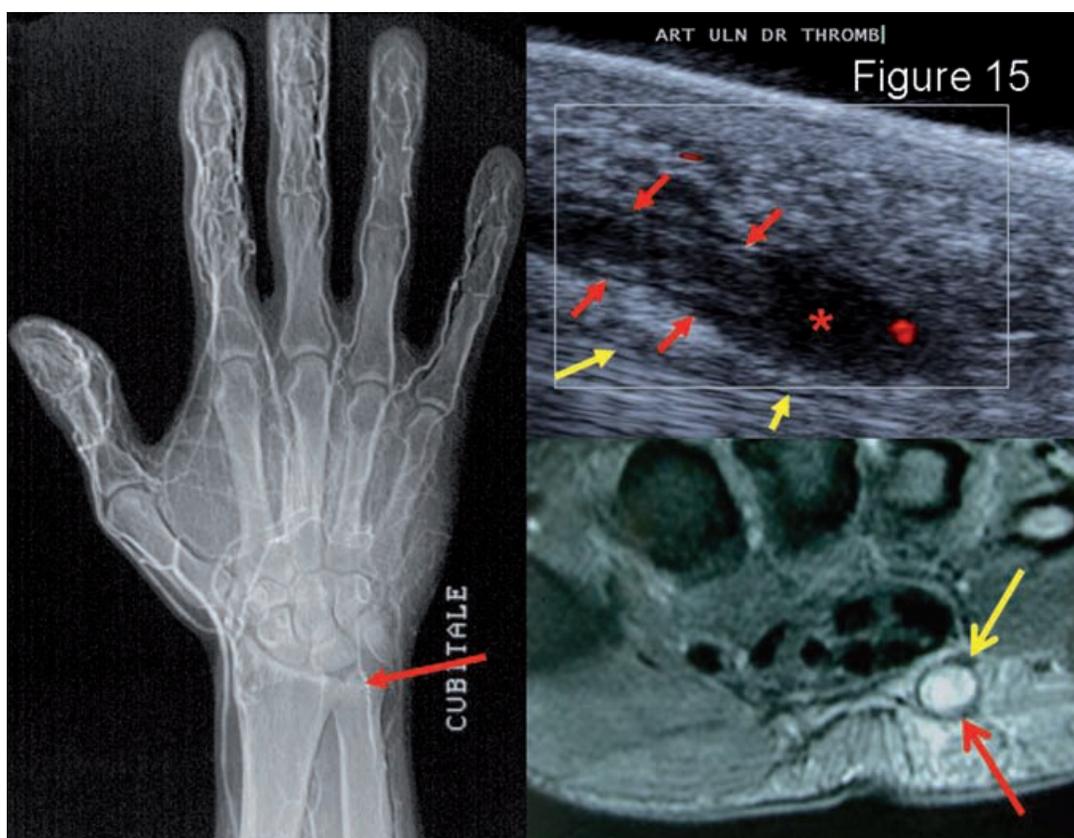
Syndrome du marteau hypothénarien chez un homme de 50 ans se plaignant de paresthésies dans le territoire ulnaire de la main à la pression de l'éminence hypothénar . L'IRM (bas à droite) en coupe axiale T2 F at Sat montre un anévrysme thrombosé de l'artère ulnaire refoulant la branche superficielle du nerf ulnaire et expliquant la symptomatologie. L'artériographie (image à gauche) montre une thrombose étendue de l'artère ulnaire (flèche rouge) débutant en regard de l'hamulus de l'hamatum. La coupe échographique longitudinale Doppler couleur (haut à droite) de la loge de Guyon est réalisée chez un autre patient, maçon, présentant une symptomatologie similaire (voir autres explorations dans la figure 16). A ucun flux significatif n'est objectivé au sein de l'artère ulnaire, dont les parois sont de plus épaissies et qui est aussi ectasiée (*). Le nerf ulnaire est comprimé et effilé au contact de l'artère pathologique.
